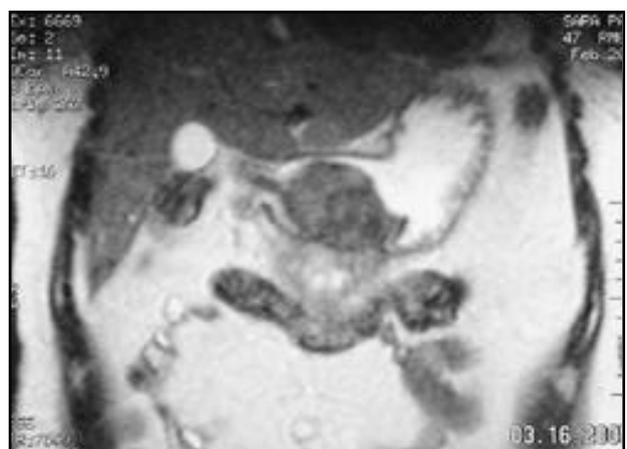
RMN - T2 FSE coronal: se aprecia claramente la dependencia gástrica de la lesión, imprimando parcialmente la luz pero con importante componente extrínseco. Discreta heterogenicidad de la señal intratumoral que sugiere su estirpe compuesta y cierto grado de necrosis.
